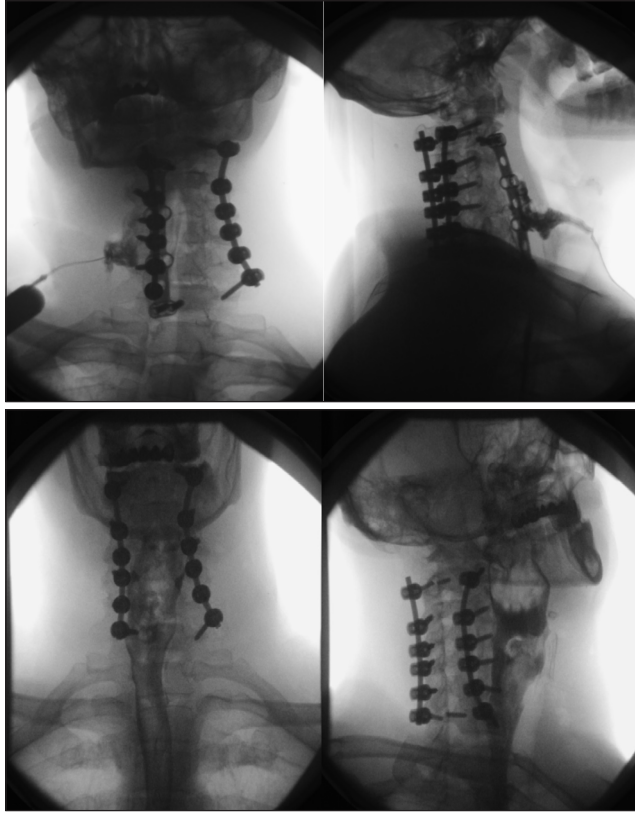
'da postoperatif 3. yılda implant basısı nedeniyle gelişen ösefagokutanöz fistül olgusunun fistülografisi görülmektedir. Hasta opere edilerek anterior implantları çıkartıldı, ösefagusa yönelik girişim yapılmadı ve takipte tutuldu. Takipte ösefagokutanöz fistülü kapanan hastanın postop 3. ayda yapılan baryumlu ösefagografi tetkikinde de ösefagus dışına kontrast madde geçişi saptanmadı (Resim 1b).
